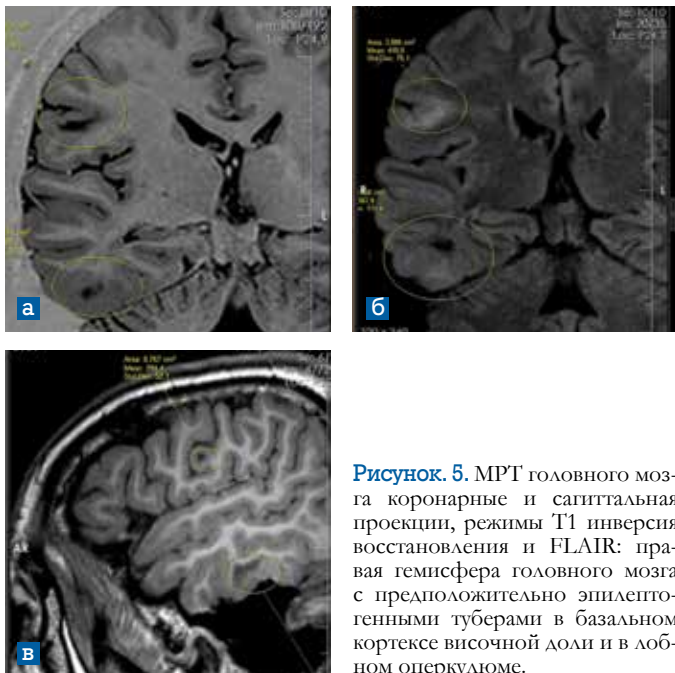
МРТ головного мозга коронарные и сагиттальная проекции, режимы T1 инверсия восстановления и FLAIR: правая гемисфера головного мозга с предположительно эпилептогенными туберами в базальном кортексе височной доли и в лобном оперкуломе.
